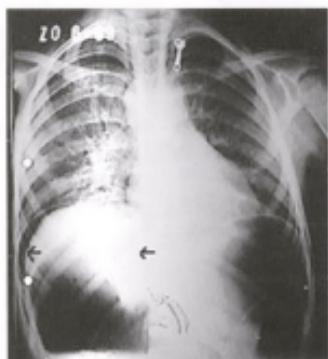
radiografía con neumoperitoneo e isomerismo hepático.
